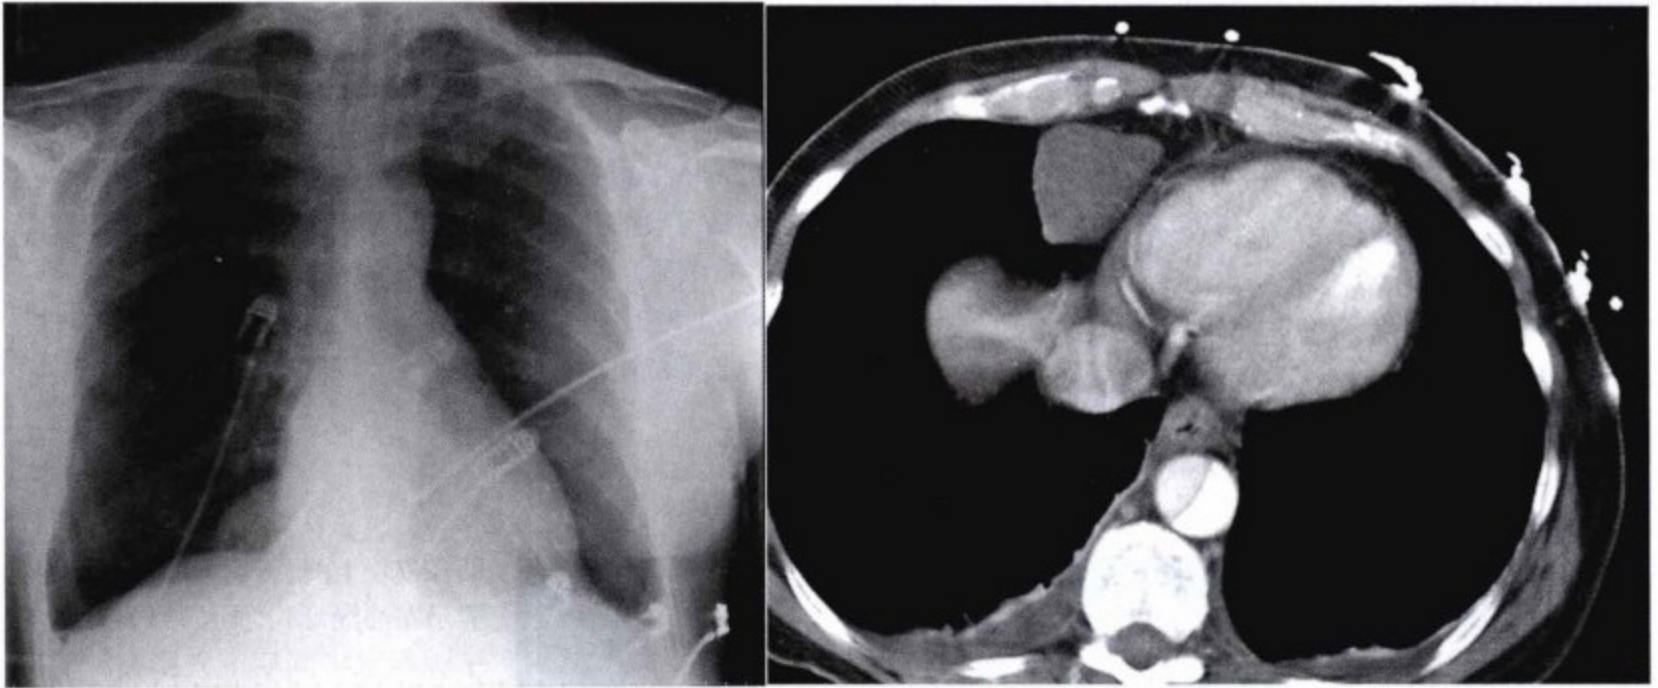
左图,胸部平片显示膈水平右侧心包旁圆形肿块影;右图,增强 CT 扫描显示膈水平心包旁右前方三角形肿块影,其衰减系数介于液体和软组织之间,膈顶似与右心房后方相邻,CT 扫描所示为典型囊肿,部位与平片所见相符。真正的囊壁难以看见,因此 CT 检查通常难以显示囊壁。心脏旁肿块未见增强,夹层的真腔和假腔通过不同的强化程度区分。
